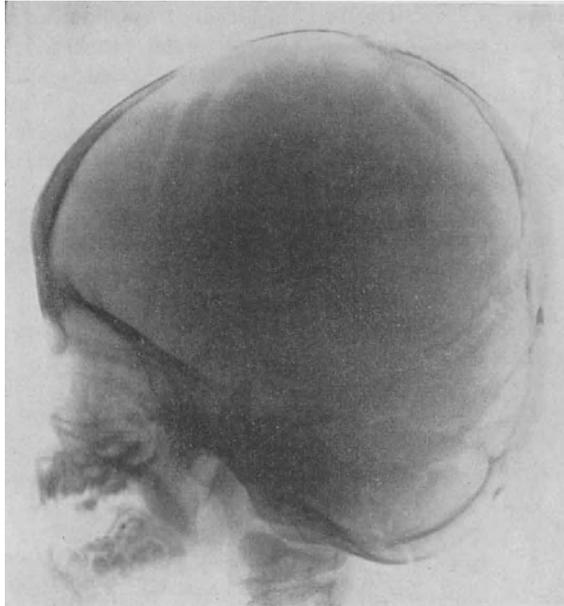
Turmschädel bei Hypertelorismus (seitliche Röntgenaufnahme).
